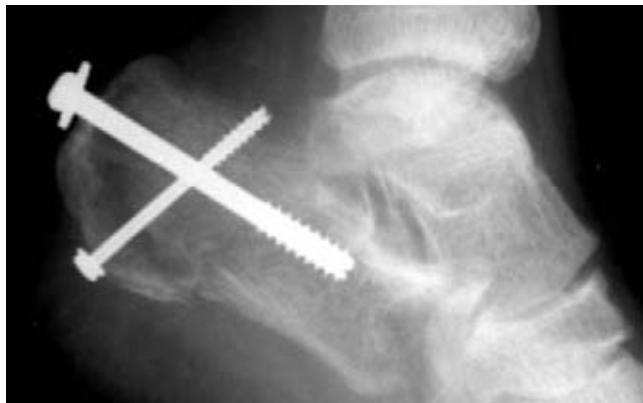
Radiografía lateral de calcáneo donde se ve reducción con colocación de tornillos canulados.
